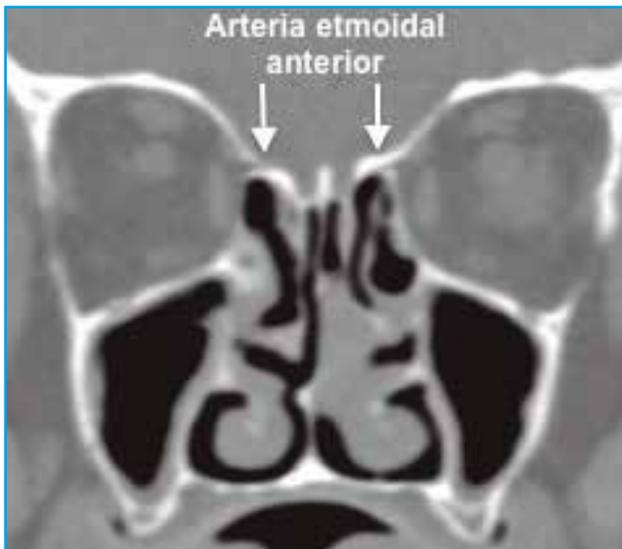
TC coronal en el que se han marcado los relieves óseos de las arterias etmoidales anteriores. Puede verse su relación con la musculatura extrínseca ocular. También puede verse la profundidad del surco olfatorio. En esto puede ser útil la clasificación propuesta por Keros.
